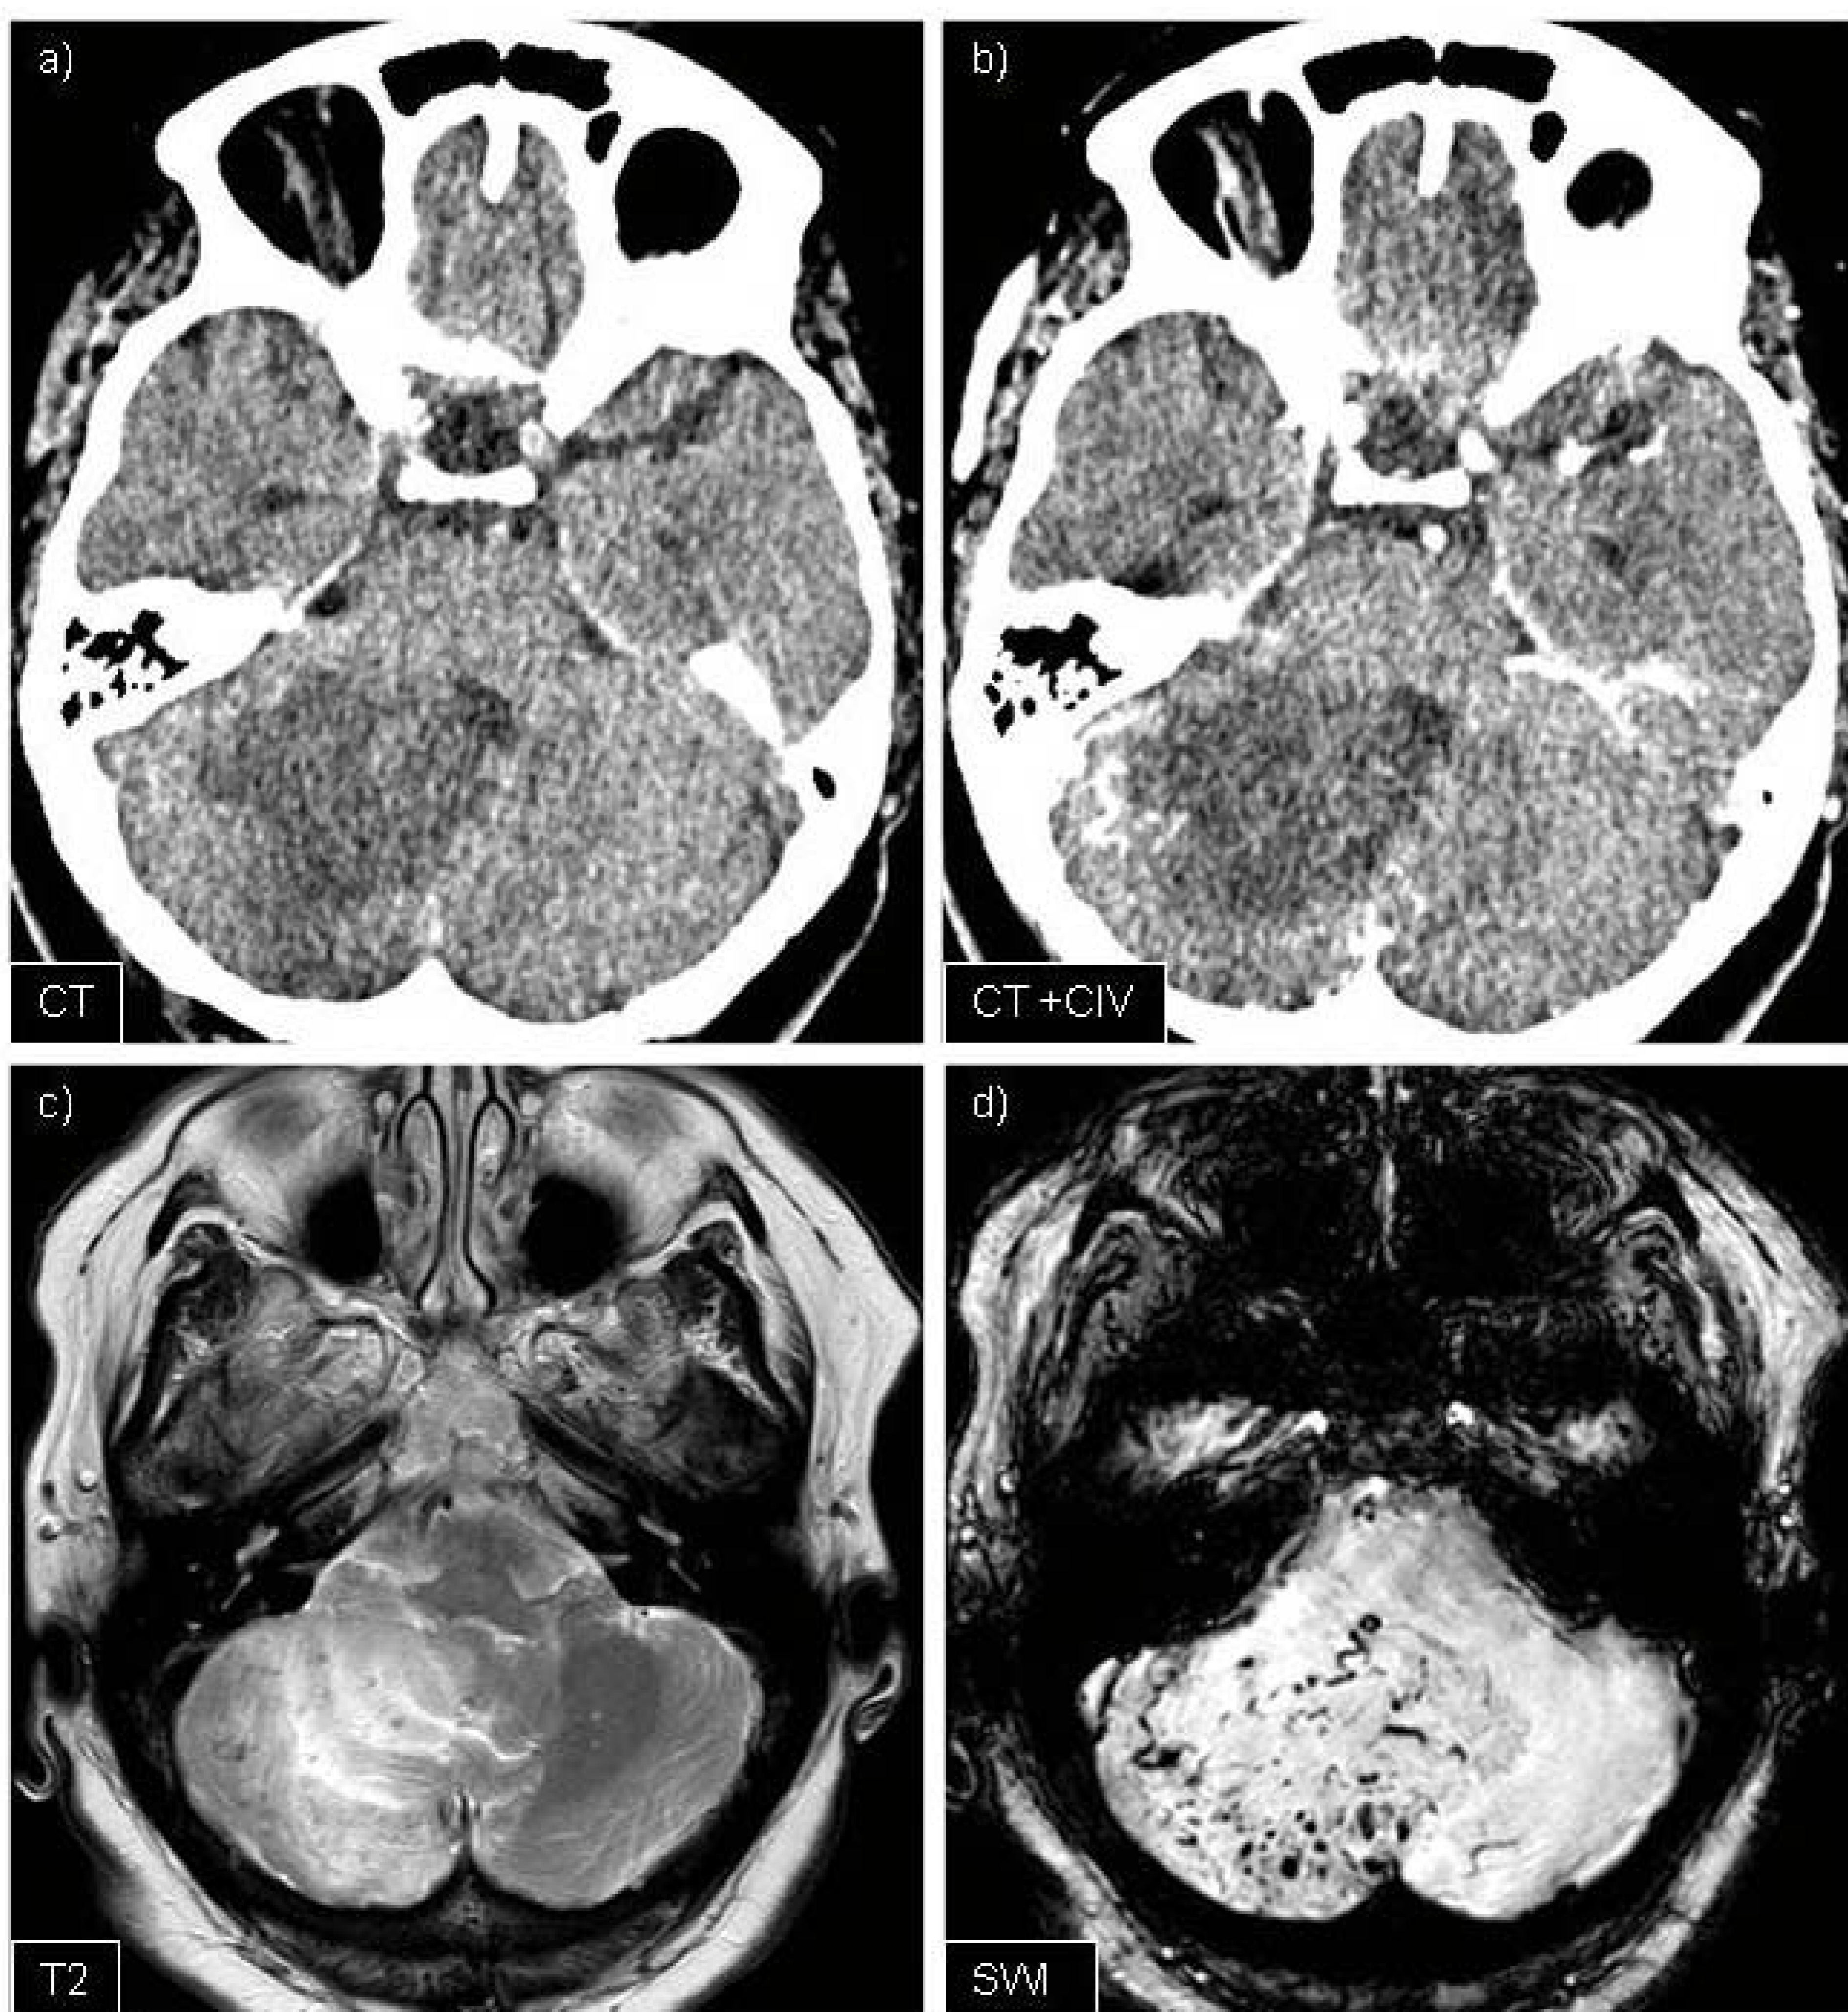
TC de cráneo basal (a) y tras la administración de contraste intravenoso (b) donde se visualiza una lesión hipodensa, heterogénea y mal definida en el hemisferio cerebeloso derecho. Es hiperintensa en T2 (c), pero con la secuencia SWI (d) se ponen de manifiesto múltiples imágenes serpiginosas en relación con vasos tortuosos en el contexto de una malformación arteriovenosa
